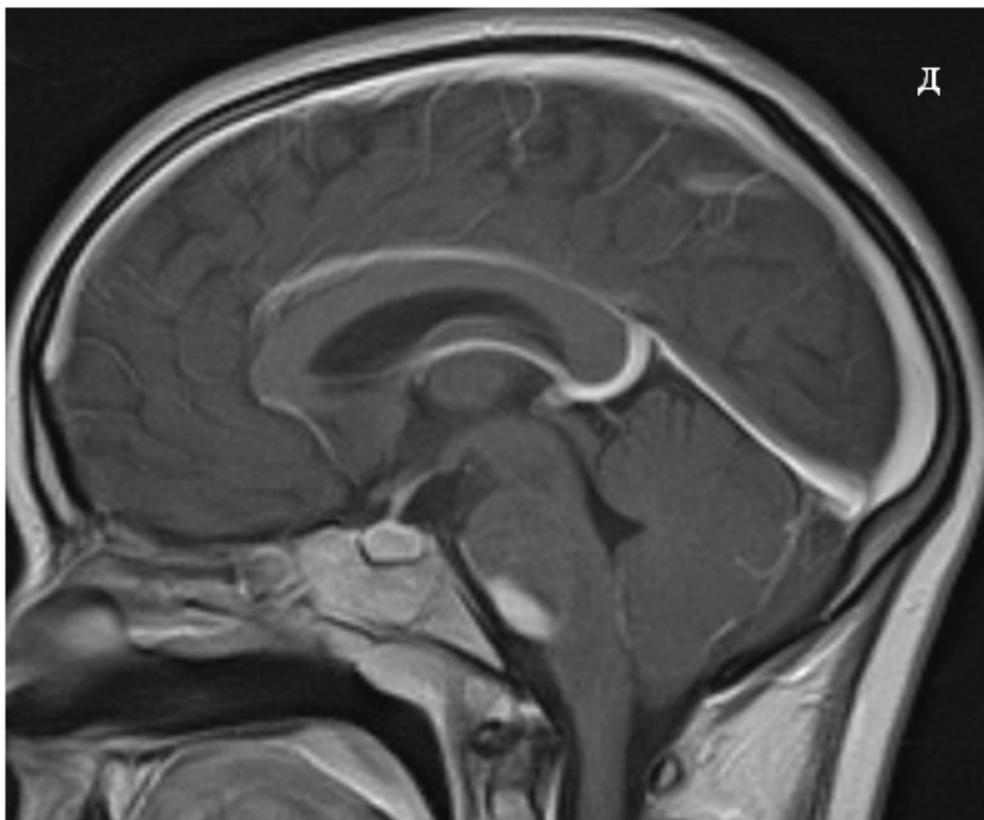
Магнитно-резонансная томография головного мозга больной С. А) T2ВИ, аксиальная проекция. Зона гиперинтенсивного сигнала диффузного характера в проекции ствола мозга с неровными нечеткими контурами без эффекта сдавления. Б) FLAIR, аксиальная проекция. На фоне подавленного сигнала от ликвора отмечается более четкая визуализация зоны патологических изменений. В) T1ВИ, аксиальная проекция. Определяется незначительная асимметрия переднего контура ствола мозга, однако область изменений имеет изоинтенсивный МР-сигнал. Г) T1ВИ + С, аксиальная проекция. Выявляется зона повышенного равномерного накопления парамагнетика, неправильной формы, с четкими, неровными контурами. Д) T1ВИ + С, сагиттальная проекция. Зона накопления парамагнетика по переднему контуру ствола мозга с четкими, ровными контурами, без признаков объемного воздействия.
